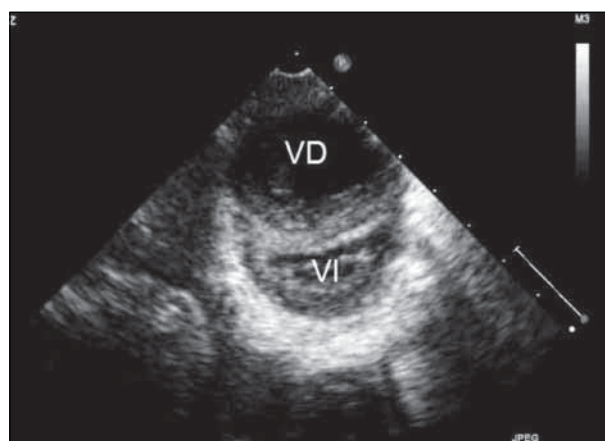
Ecocardiograma bidimensional (eje corto de los ventrículos), donde se observa el ventrículo izquierdo (VI) con pérdida de la geometría habitual y ventrículo derecho (VD) hipertrófico y dilatado.
